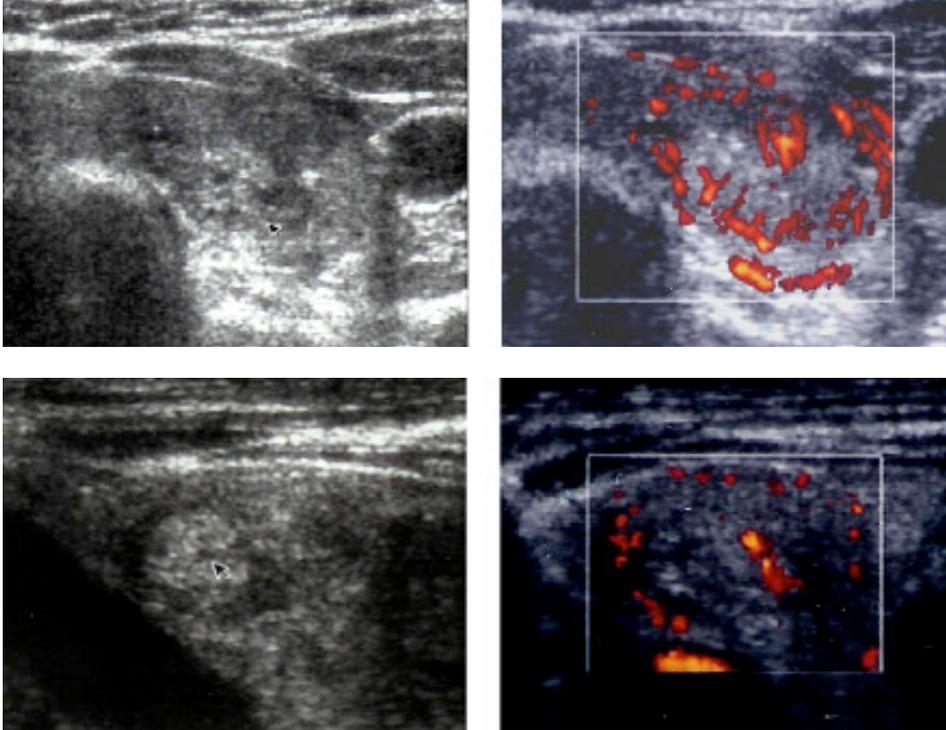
Nodo di iperplasia ghiandolare. Lesione nodulare singola, a margini definiti, con alone ipoecogeno. Al controllo Power-Doppler segnale vascolare di tipo 2, prevalentemente periferico.*
